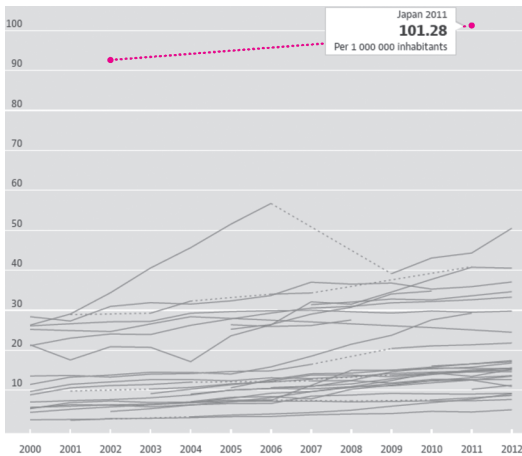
100 万人当たりの CT スキャンの数
